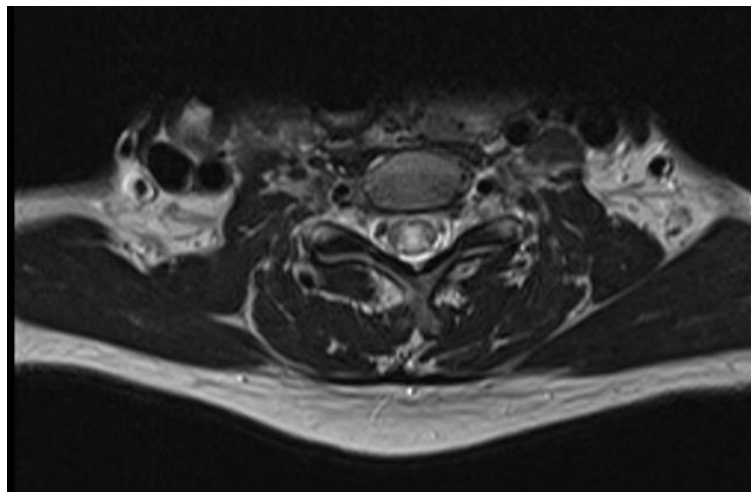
IRM en coupe axiale de la moelle cervicale montre un hypersignal en séquence T2 centromédullaire.
